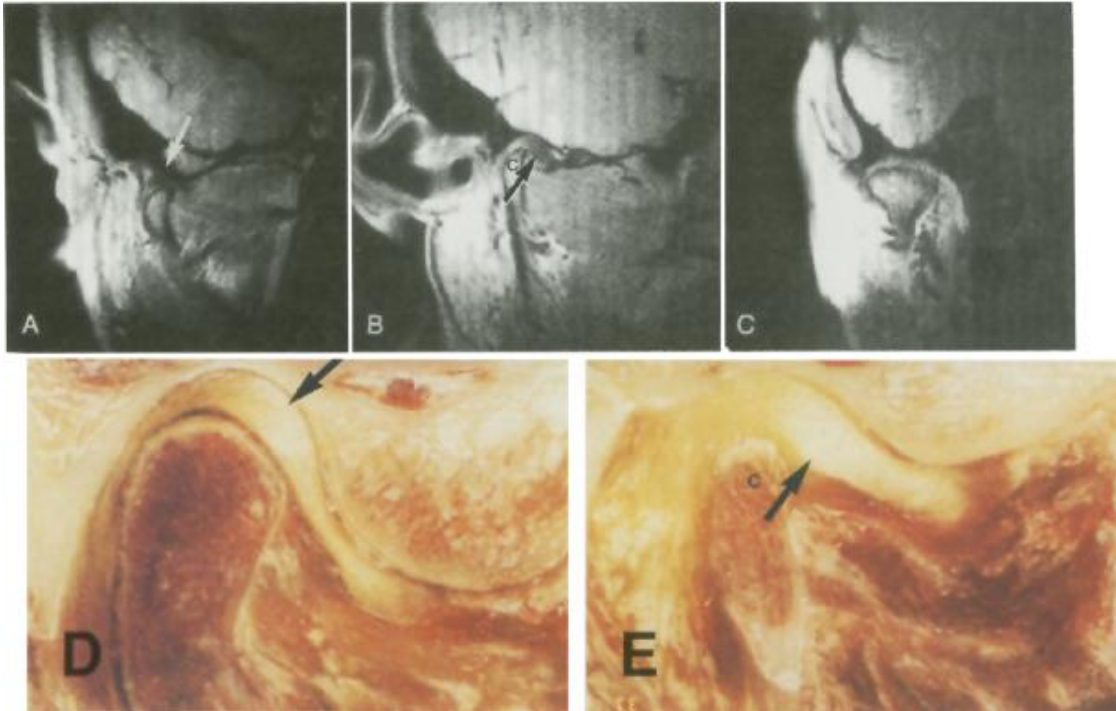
Deslocamento do disco anterior parcial na parte medial da articulação. A, imagem sagital da RM da parte lateral do disco mostrando disco (seta) superiormente ao côndilo. B, imagem sagital da RM da parte medial da articulação (mesma articulação como A) mostrando disco (seta) anteriormente ao côndilo (C). C, imagem coronal da RM (mesma articulação como em B) não mostrando deslocamento medial ou lateral do disco. D, crossecção sagital da parte central do disco (articulação diferente que em A e C) mostrando disco (seta) superiormente ao côndilo. E, crossecção sagital da parte medial da articulação (disco diferente da imagem A e C; mesma articulação como em D) mostrando disco (seta) anteriormente ao côndilo (C).
